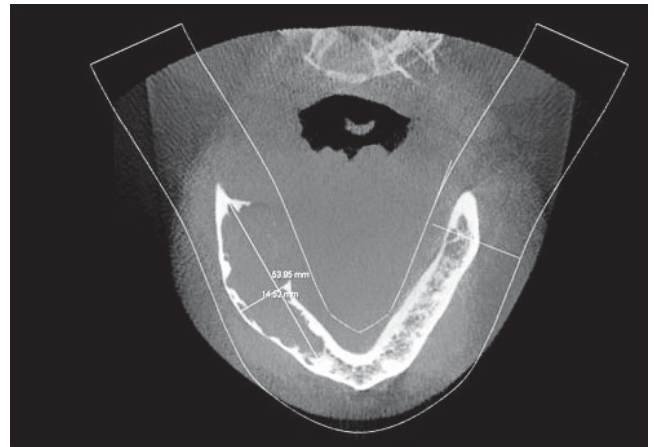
La exploración de la tomografía computada muestra una lesión radiolúcida bien definida en la mandíbula del lado derecho con expansión y violación de la cortical en un corte axial.
